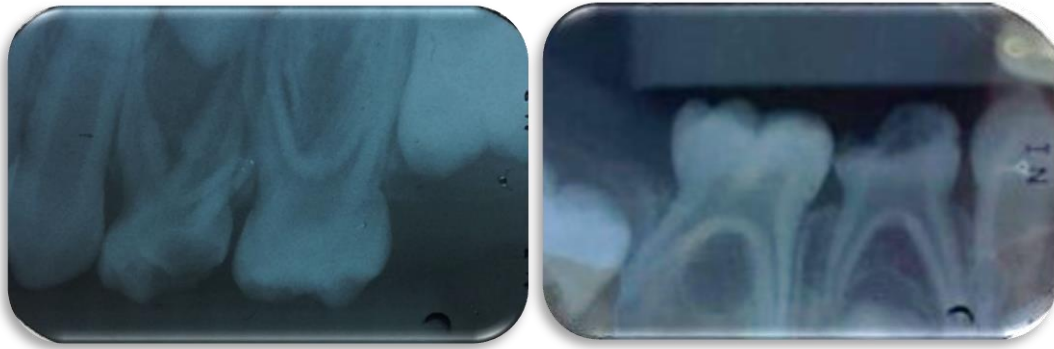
Radiografías periapicales de órgano dental 64 y 84.
